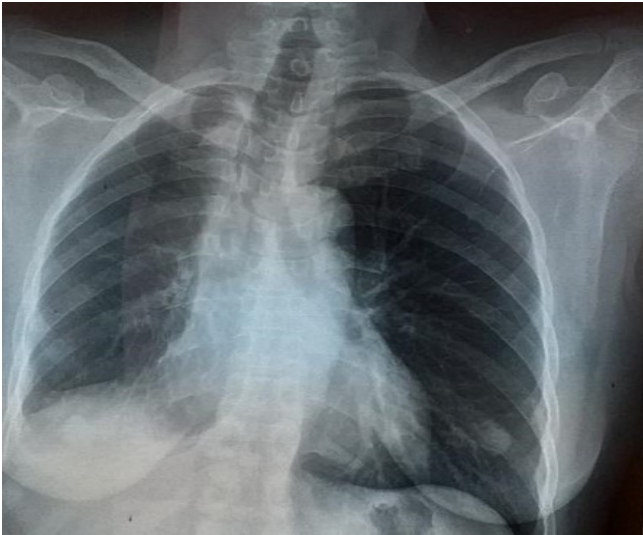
Radiographie pulmonaire de face contrôle post chirurgicale.
